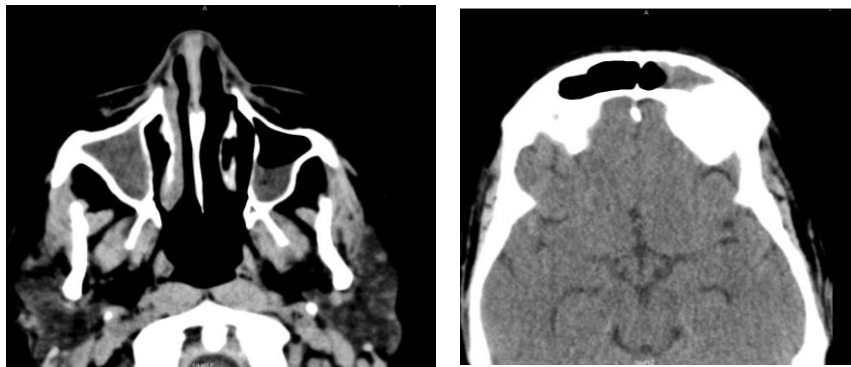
Tomografía axial computarizada de senos paranasales que muestra material hiperdenso a nivel del seno frontal izquierdo, así como seno maxilar derecho e izquierdo en menor cuantía.
